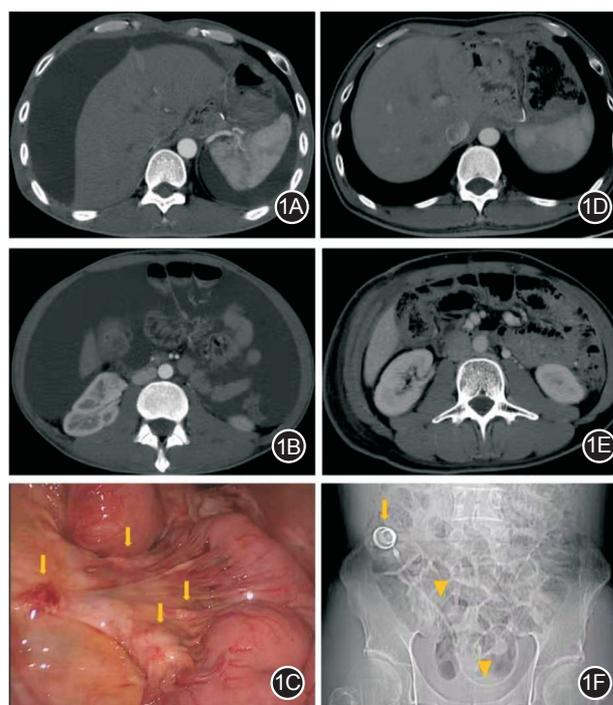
病例序号为4号的男性39岁患者(术后12个月出现腹胀)影像和腹腔镜探查图片 1A和1B.多排螺旋CT(MDCT)检查提示大量腹水;1C.腹腔镜探查腹腔内见大量血性腹水,量约5 000 ml,腹腔盆腔壁层腹膜广泛成片转移结节,空肠肠壁及其系膜见多发直径为0.1~0.3 cm的结节(箭头所示),结肠肠壁特别是乙状结肠系膜上亦有小结节,腹膜癌指数(PCI)为29分;1D和1E.3疗程的腹腔内联合全身双向化疗后,复查MDCT,发现腹水明显消退;1F.MDCT定位片示腹腔化疗泵位于右下腹壁,其导管位于盆底(箭头所示)
